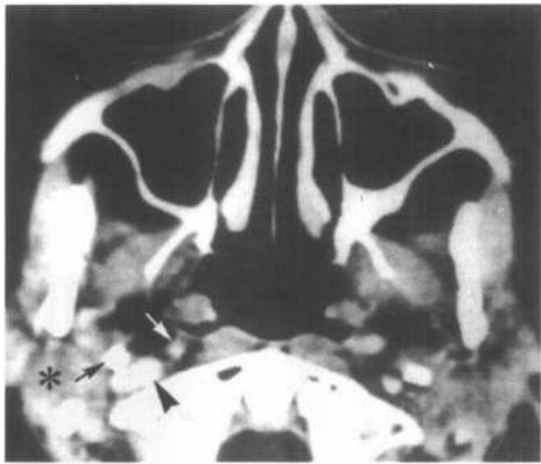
鼻咽部增强横断面 CT 图（咽鼓管隆凸层面，为图 4-4-2b 层面向足端 5mm）
